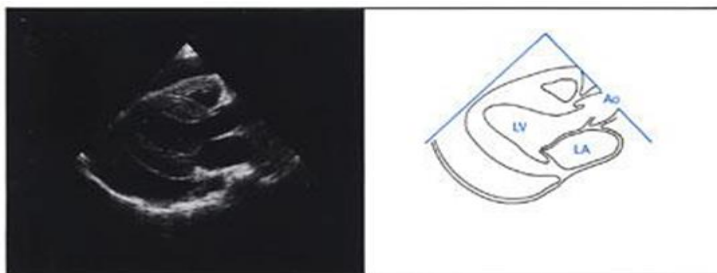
Ecocardiografia în pericardita acută.
